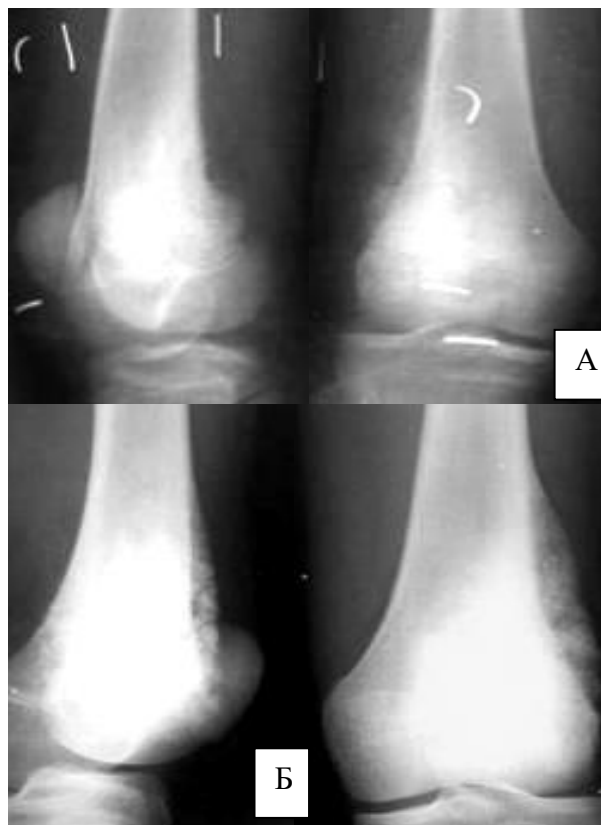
Фрагменти рентгенограм колінного суглоба у прямій і бічній проекціях у динаміці. Склеротична ОС – стан до (А) і після променевої терапії (Б) – у дистальному метафізі стегнової кістки визначаються типові прояви пухлини, а після терапії превалюють склеротичні зміни, що поширюються й на епіфіз (у т.ч. звапнянілі періостальні накладення).
